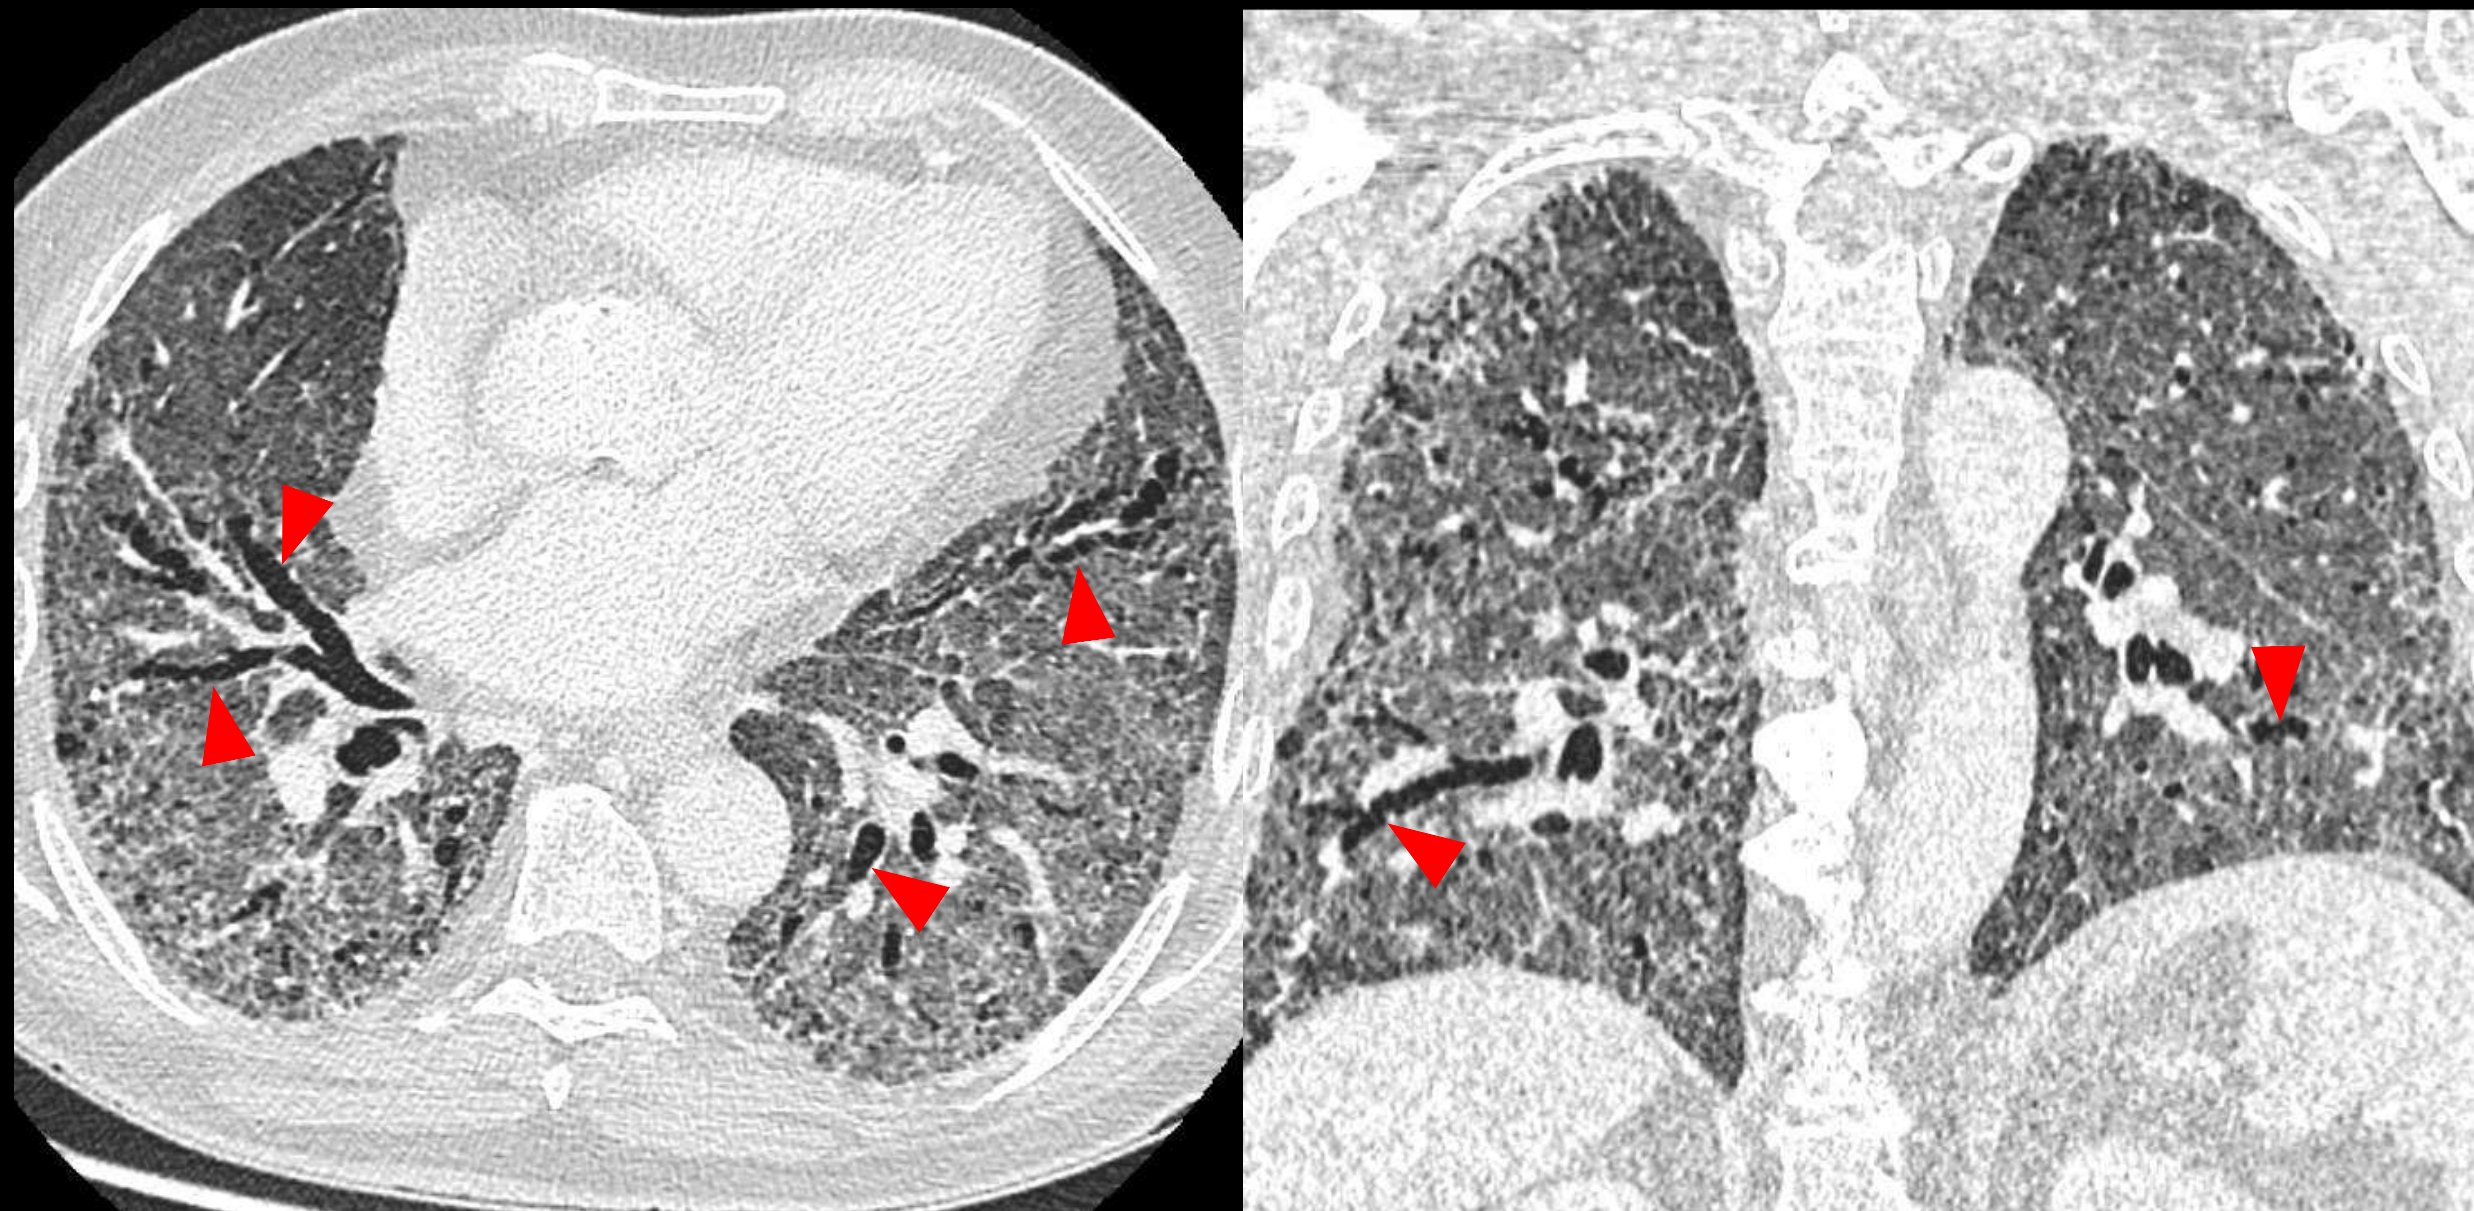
Hallazgos en TC de daño alveolar difuso (DAD). Mismo paciente, cortes axial y coronal.
